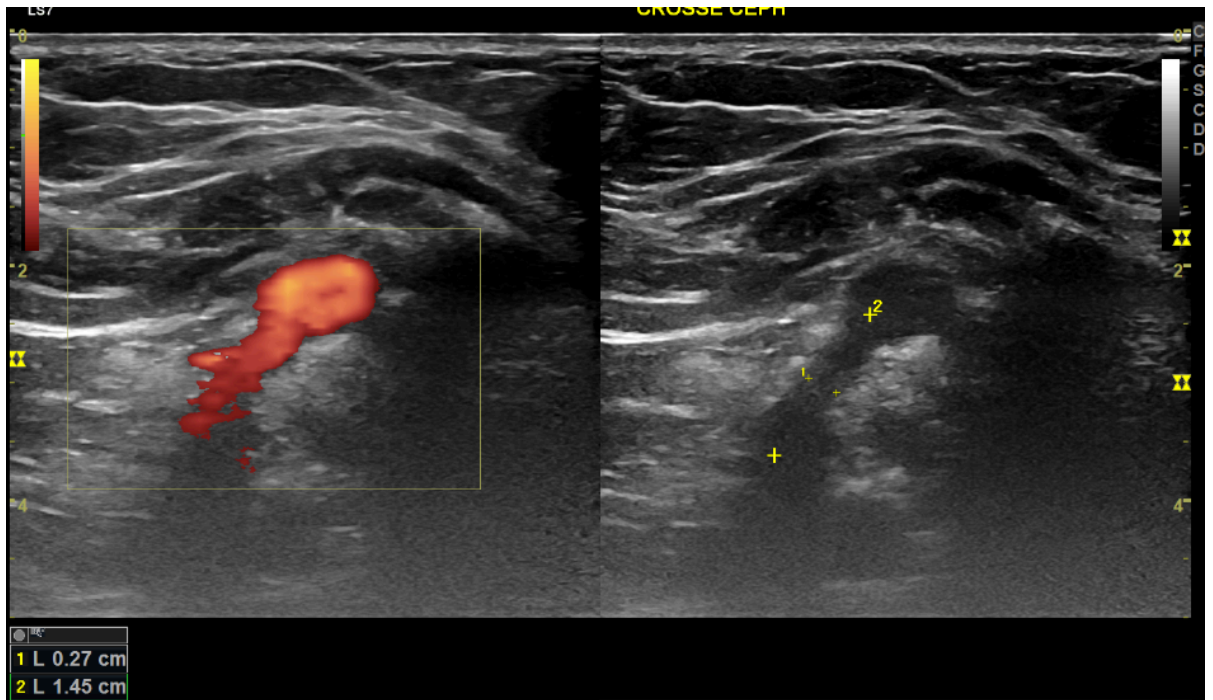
Échodoppler de la FAV en mode B et énergie, montre une sténose serrée de la crosse de la veine céphalique mesurant 2,5mm
